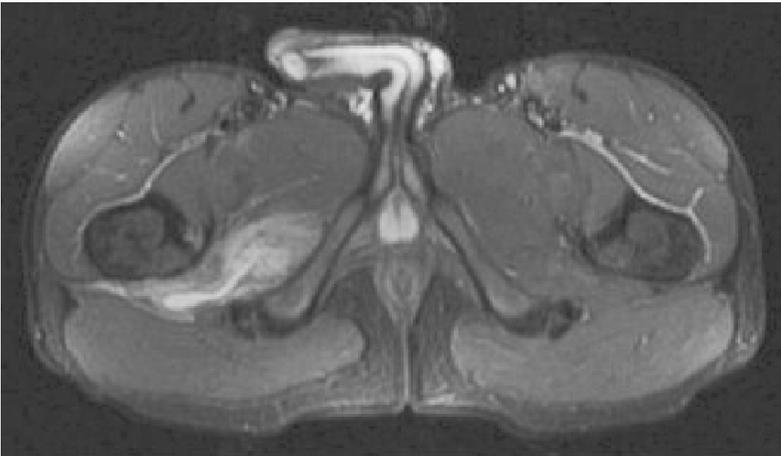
RM assiale spin echo T2 pesata fat-sat – Estesa area di iperintensità edematosa a livello del muscolo otturatore esterno in esiti di lesione traumatica distruttiva
